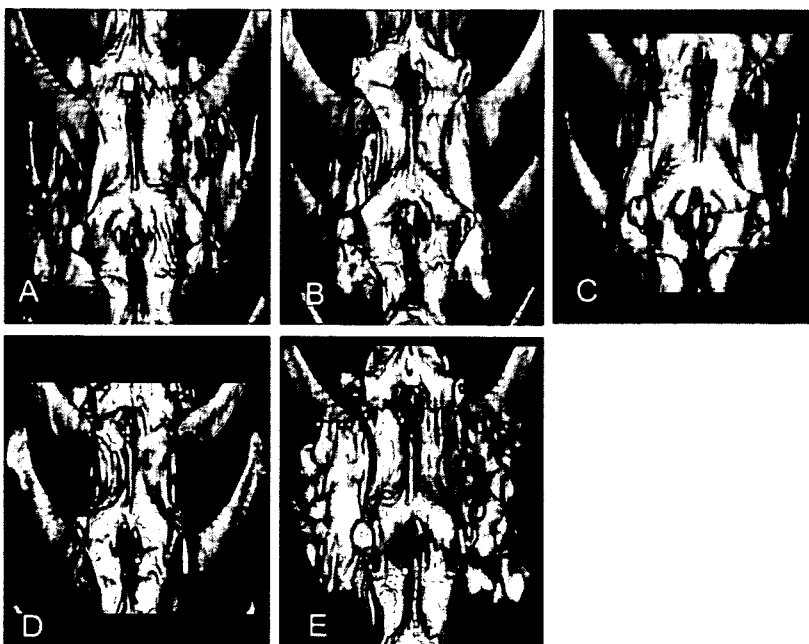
Three-dimensional-CT at 6 weeks after surgery. BMP30 (A), BMP15 (B), BMP7.5 (C), BMP0 (D), autogenous bone (E).
